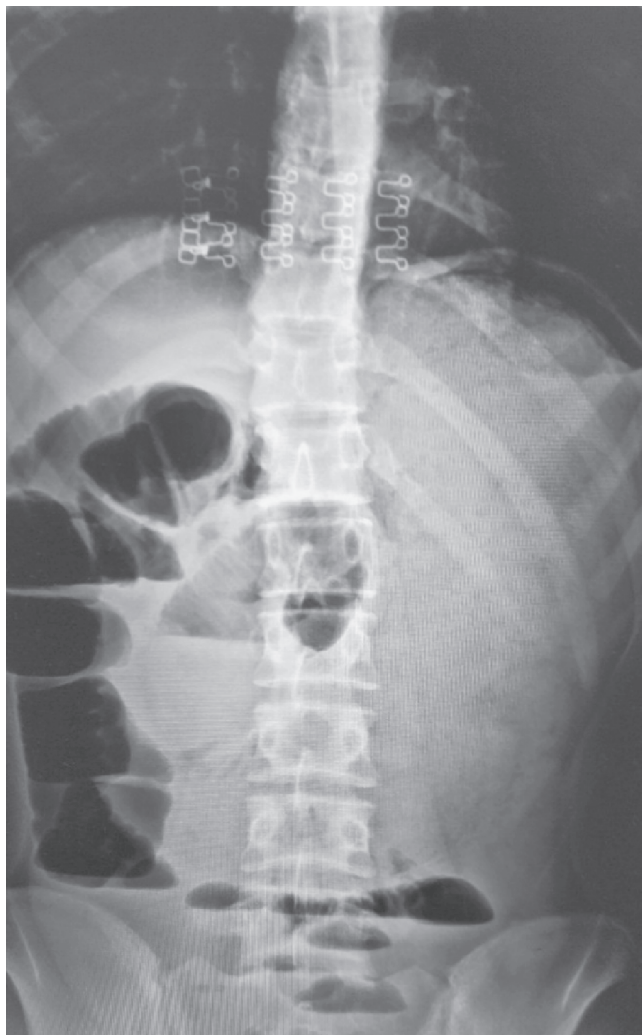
Оглядова рентгенографія органів черевної порожнини. Часткова тонкокишкова непрохідність, чаші Клойбера в дванадцятипалій та клубовій кишках, дилатована ободова кишка
